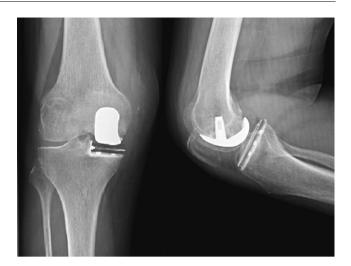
Radiografía simple anteroposterior y lateral de rodilla, tras artroplastia unicompartimental del compartimento interno, mediante implante solamente de polietileno.
